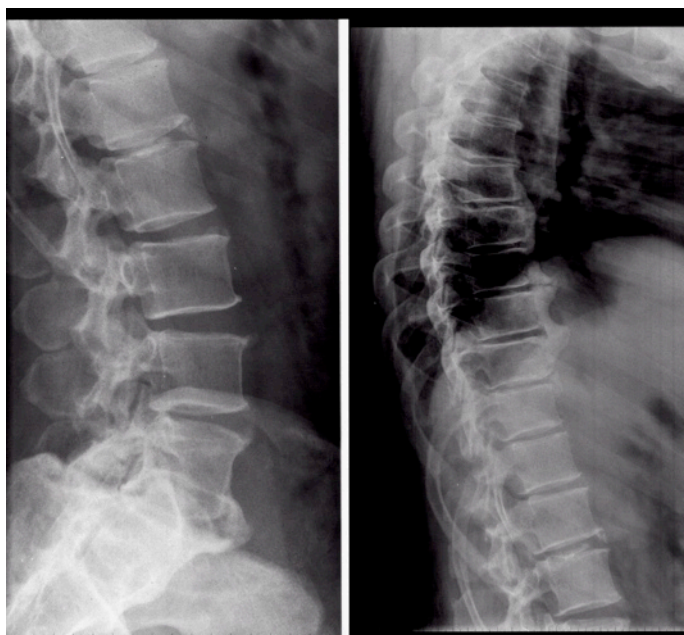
Standardisierte laterale Röntgenaufnahme der Wirbelsäule eines Studienpatienten. Diese digitale Aufnahme der Lenden- und Brustwirbelsäule bildet die Grundlage für die weitere morphometrische Analyse.*
